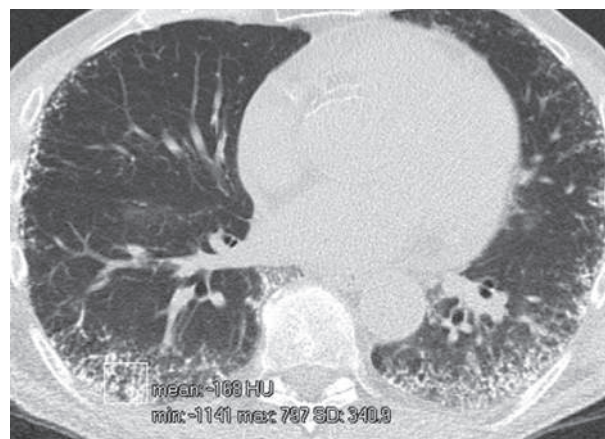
КТ больного Д.: субплевральные скопления мелких узелков очень высокой плотности, образующих в базальных сегментах массивные кластеры (денситометрия: -168 HU).
